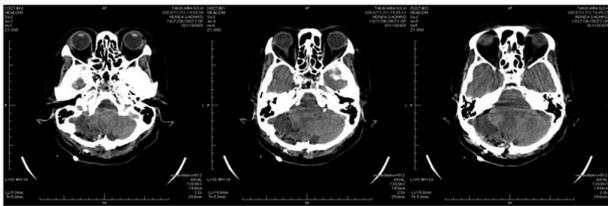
術後のCT：外側から正中付近までの広範囲な開頭ができた
